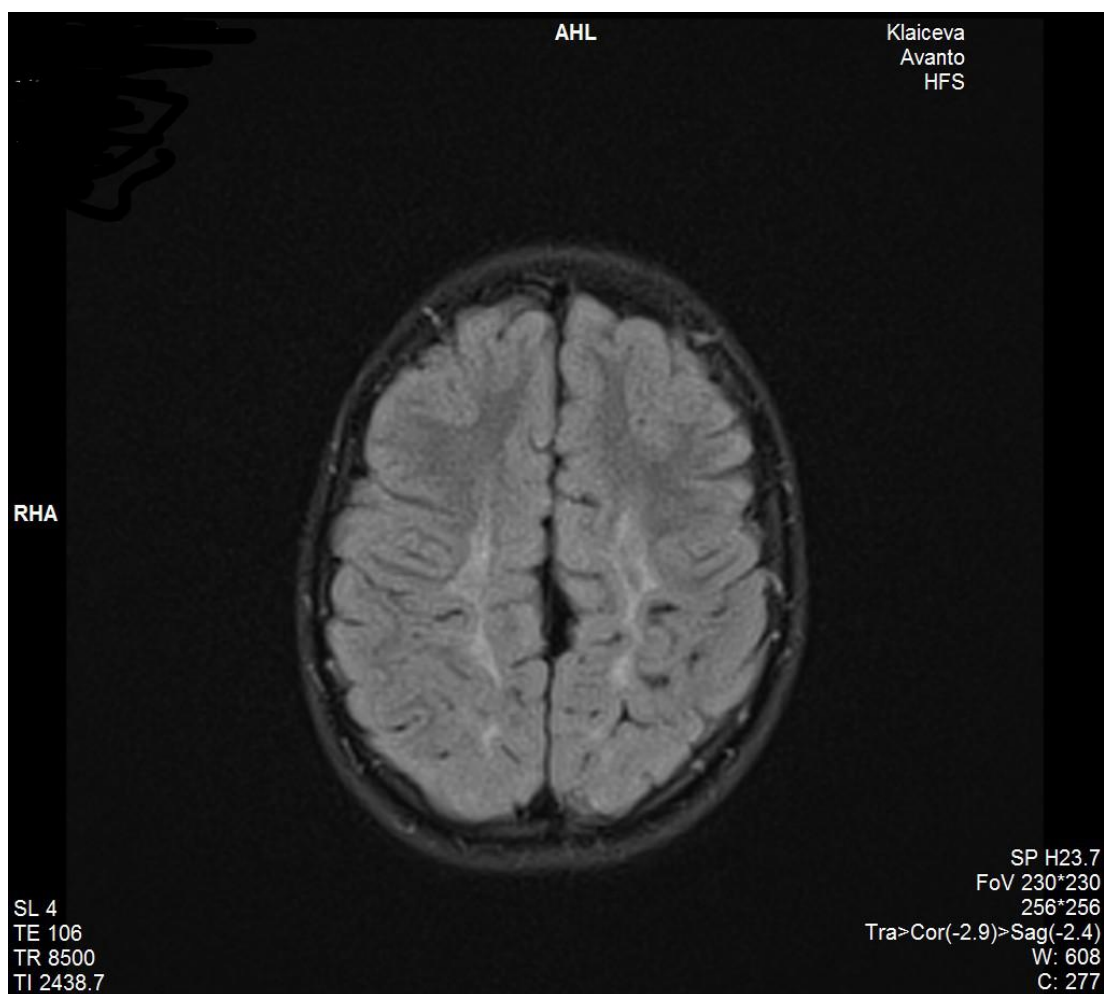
Nalaz magnetske rezonance mozga djeteta s perinatalnom ozljedom mozga
